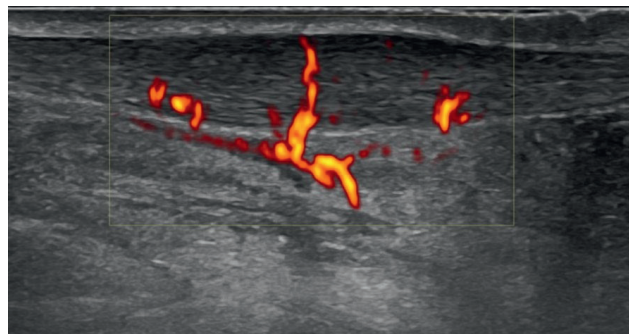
Duplex-sonografische Darstellung von Neovaskularisationen der Achillessehne. (© Prof. A. Hirschmüller, ALTIUS Swiss Sportmed Center AG).
